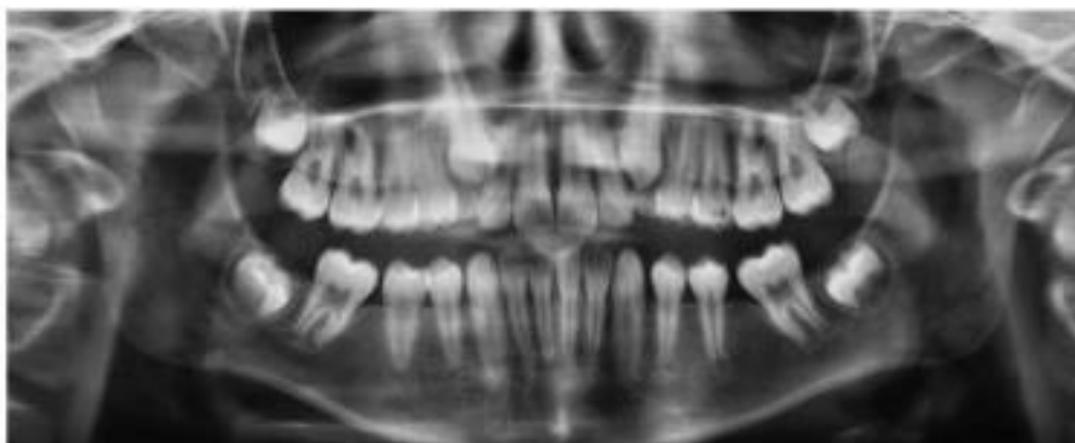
radiographie après la réalisation des extractions [48].
